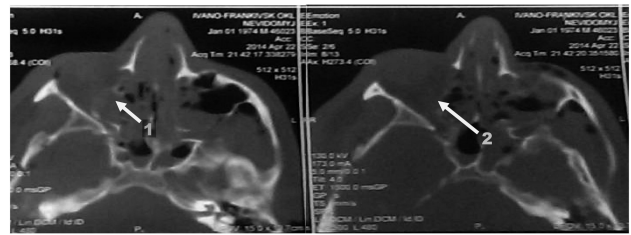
КТ пацієнта С., перелом внутрішньої стінки орбіти (1) і защемлення зорового нерва (2) правого ока
